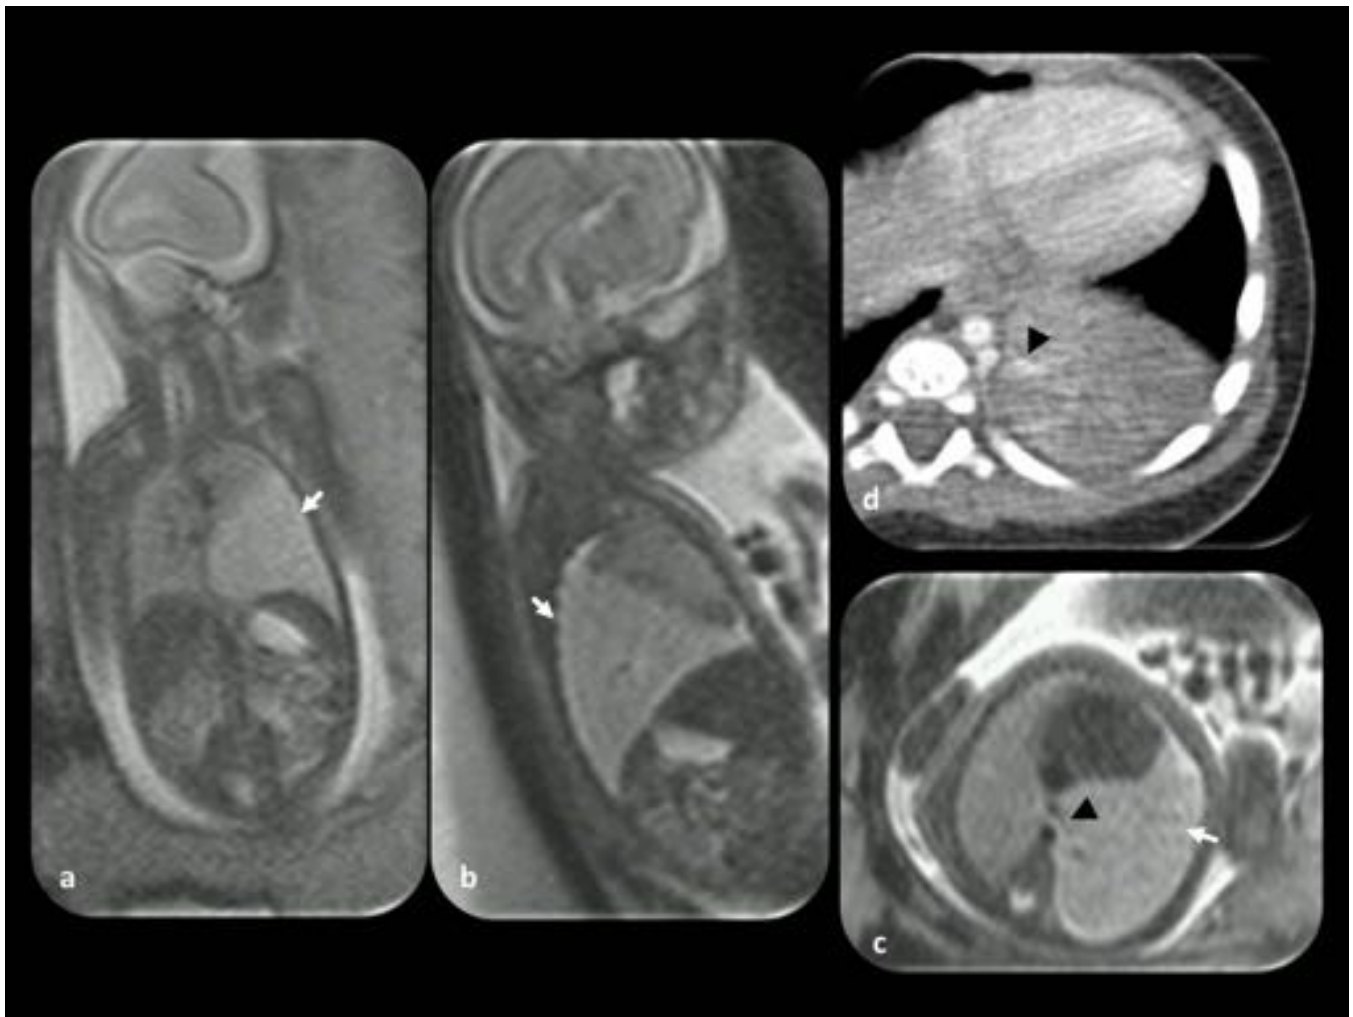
Secuestro extrapulmonar. Feto de 23 semanas de gestación. (a, b y c) Imágenes RM fetales coronal, sagital y axial. Se observa una estructura triangular de mayor intensidad que el resto del parénquima pulmonar en la base del pulmón izquierdo (flechas blancas). Una estructura hipointensa lineal (punta de flecha) surge de la aorta con un trayecto hacia la lesión. (d) TC después del nacimiento observándose la lesión y el vaso que alimenta la lesión que surge de la aorta (punta de flecha).
